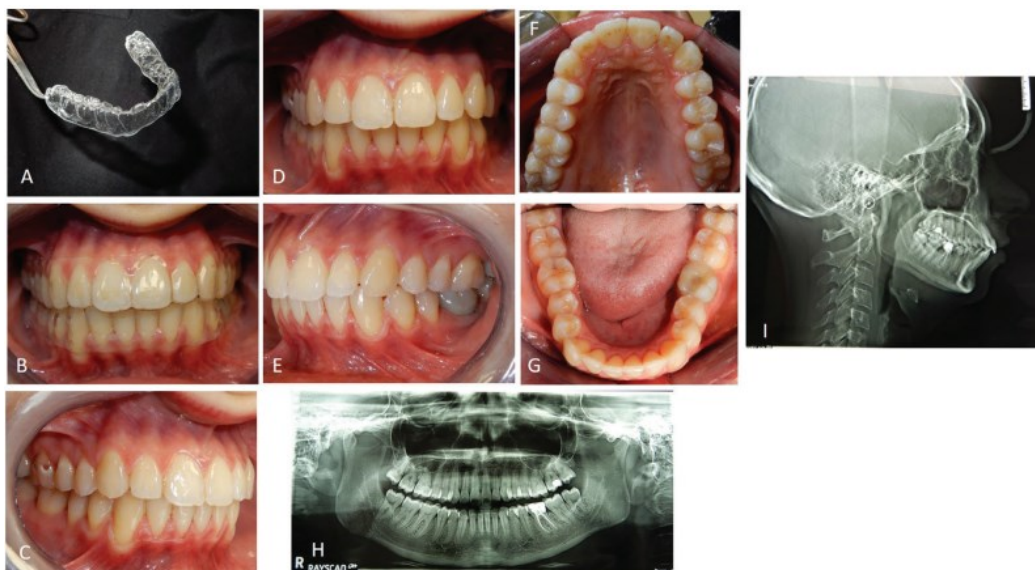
allineatore SORRIDI® (A), il paziente indossa entrambi gli allineatori a SORRIDI®, foto intraorali post trattamento (C-G) e radiografie post trattamento(H, I).
